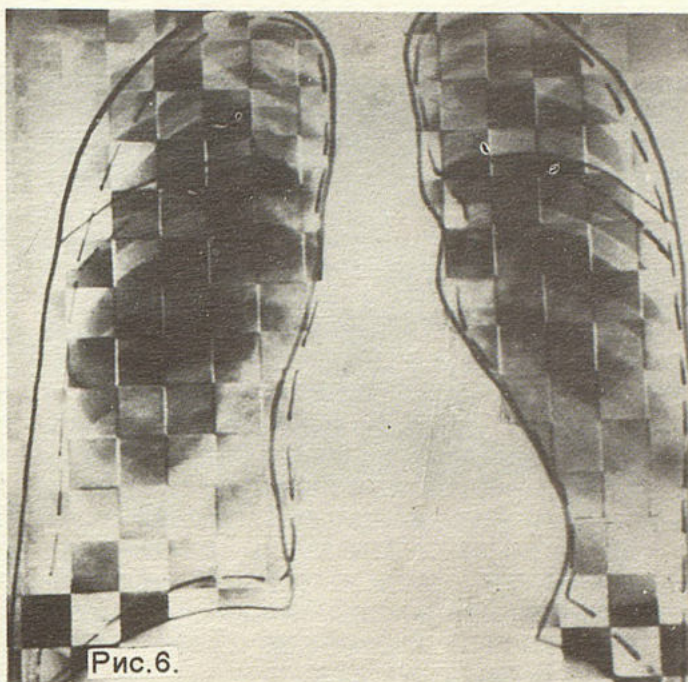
Рентгенопневмополиграмма больного с выраженными нарушениями (3-я подгруппа). Значительное снижение подвижности диафрагмы, уменьшение амплитуды смещения ребер.
